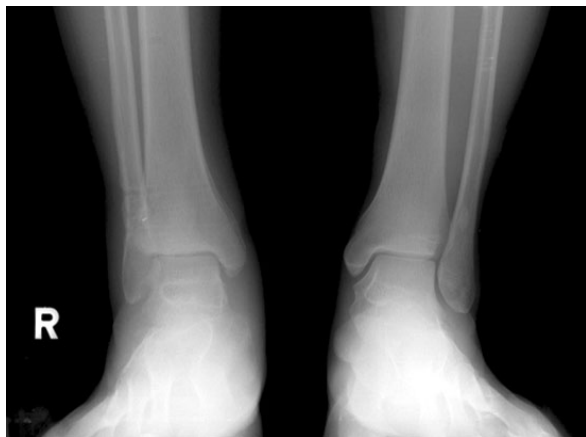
Follow-up standing ankle radiograph.
